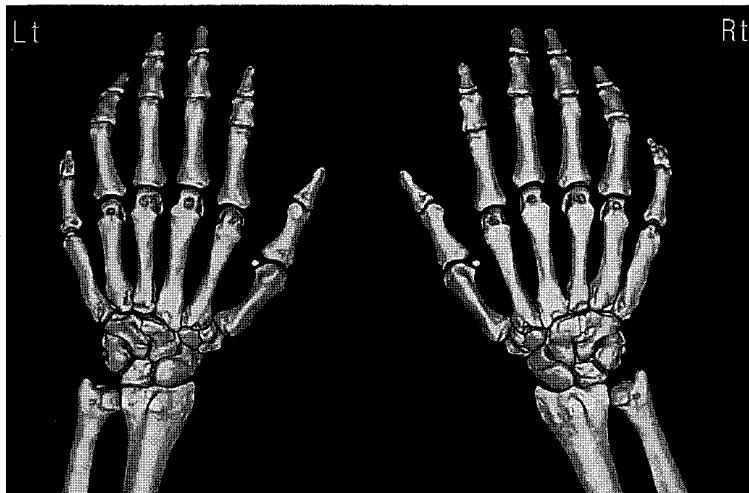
Both hand 3D CT scan, dorsal view. The extradigit is located at lateral aspect of ulnar side. And its metacarpal bone is completely duplicated and articulating with hammate bone. The extradigit is consists of 2 phalangeal bones.
